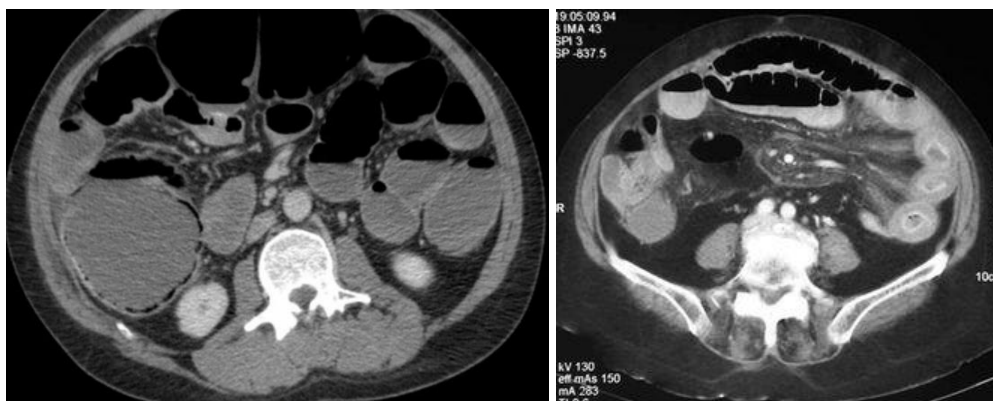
МСКТ-признаки повреждения тонкой кишки: утолщение стенки, mesenteric stranding, свободная жидкость между петлями
